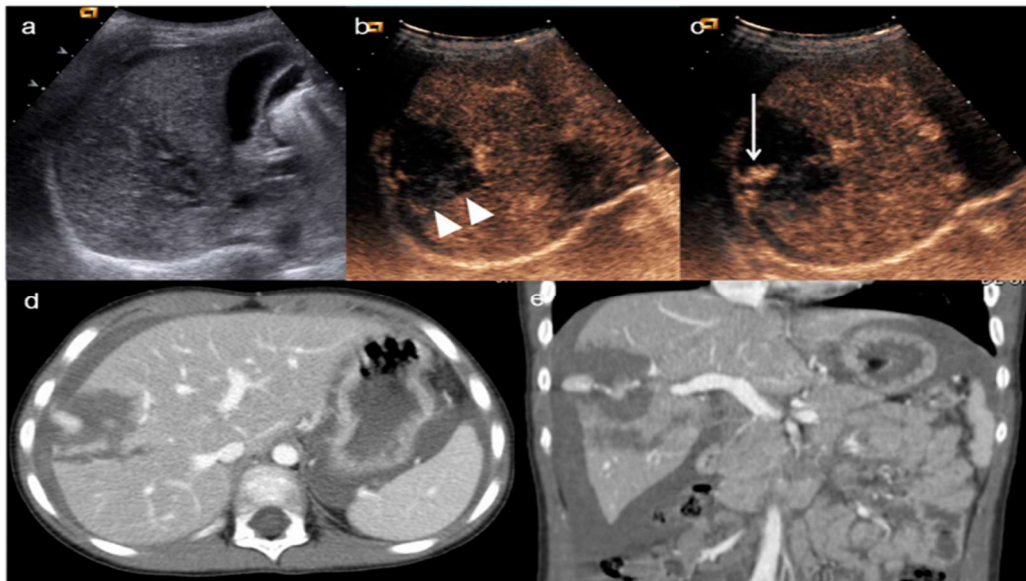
lésion hépatique. (a) L'échographie de base montre uniquement une inhomogénéité de l'échostructure sur le segment hépatique VII; L'échographie à contraste amélioré (b - c) met en évidence une lacération et un hématome parenchymateux (têtes de flèches) touchant la capsule hépatique avec bulles hyperéchogènes indiquant un saignement actif (flèche blanche); (d) tomодensitométrie axiale et (e) reconstruction coronale confirme l'atteinte de la capsule de Glisson et le saignement actif dans la cavité péritonéale[86].
